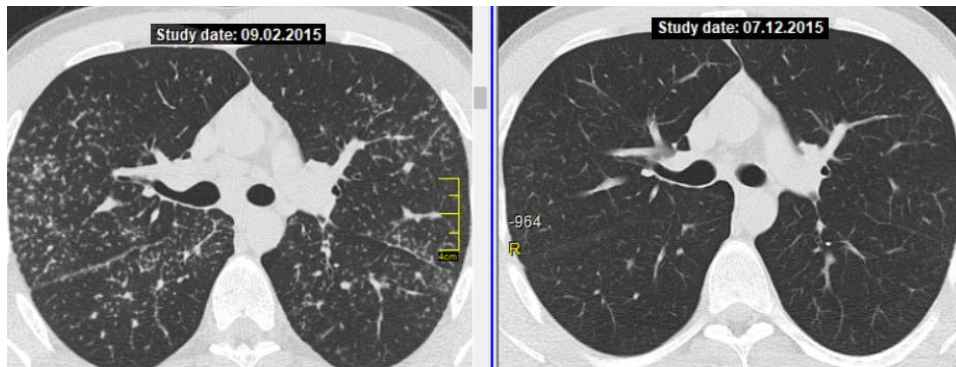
КТ хворого В., 26 років. Зліва – візит 2, прогресування, призначення ГКС-терапії, справа – візит клінічного вилікування, відміна ГКС-терапії.
